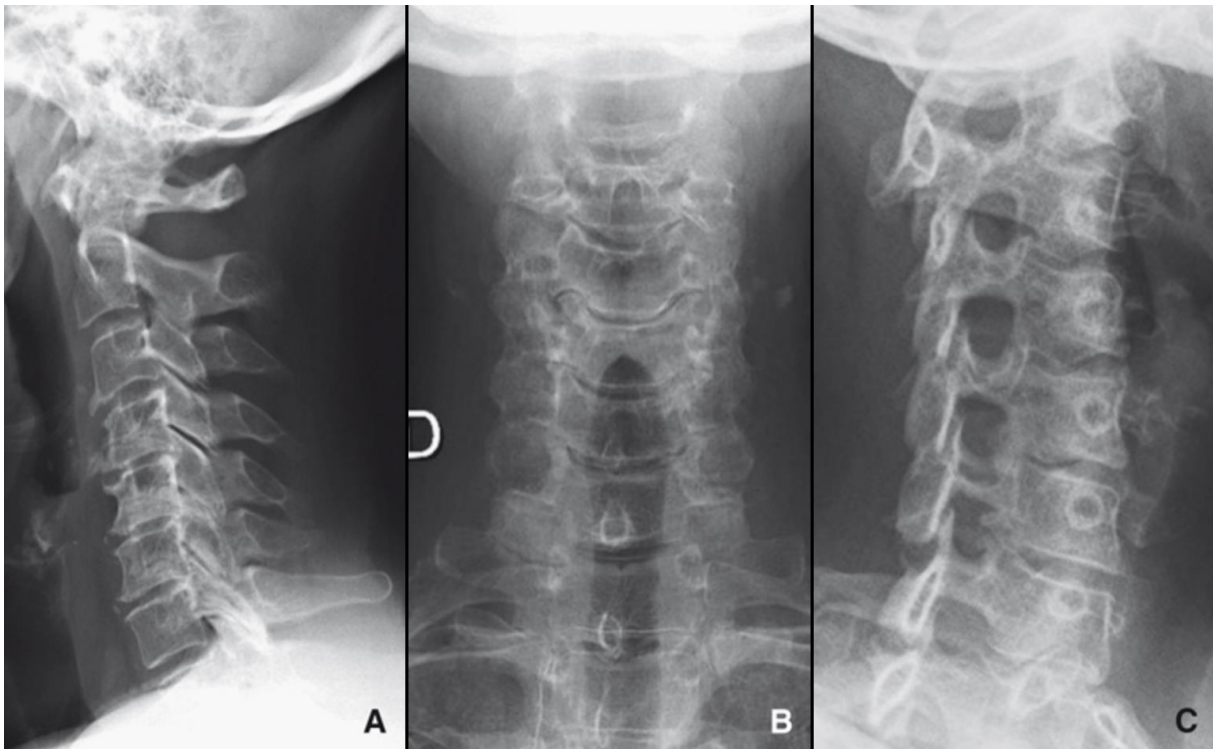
Discarthrose et uncarthrose visualisées en radiographies standard de profil (A), de face (B) et en incidence oblique (C). *Extrait de : encyclopédie médicochirurgicale, imagerie radiologique du rachis cervical.*
